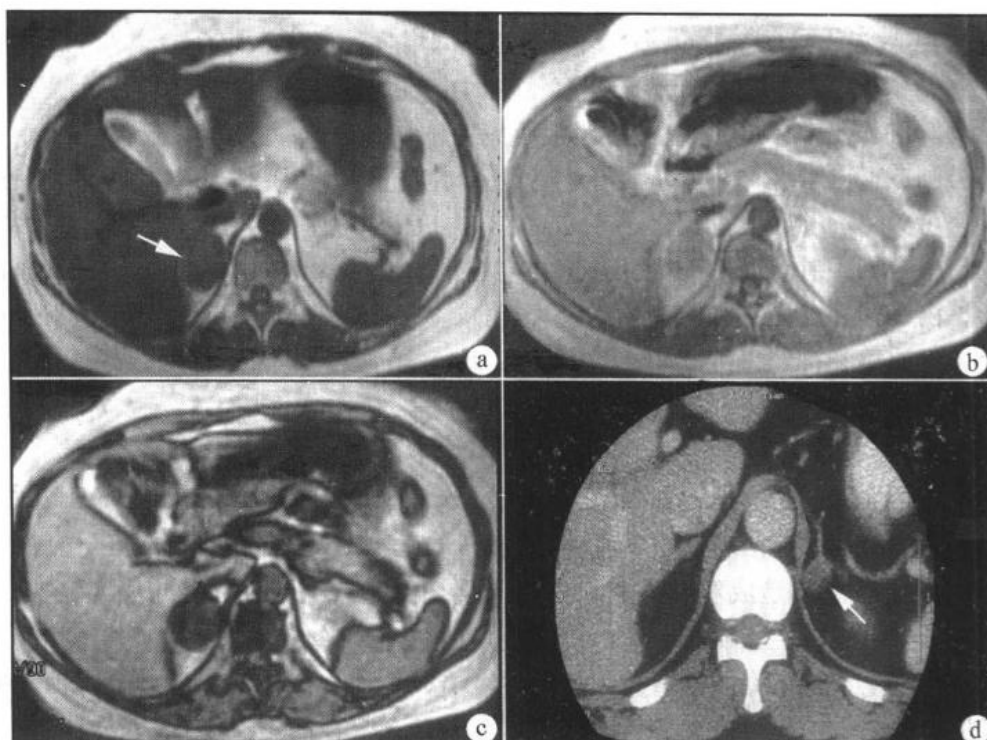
肾上腺腺瘤(MRI 和 CT 检查)
